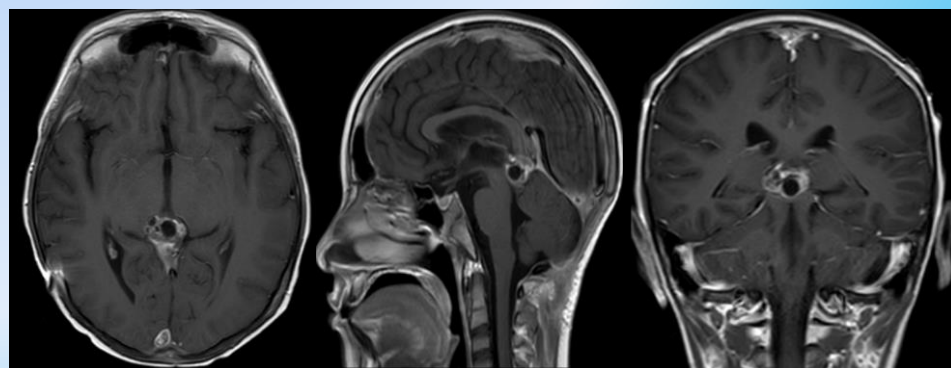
IRM cráneo 4 meses posteriores a Craneotomía y Quimioterapia: T1 Gd corte axial, T1 sagital, T1 Gd coronal.
